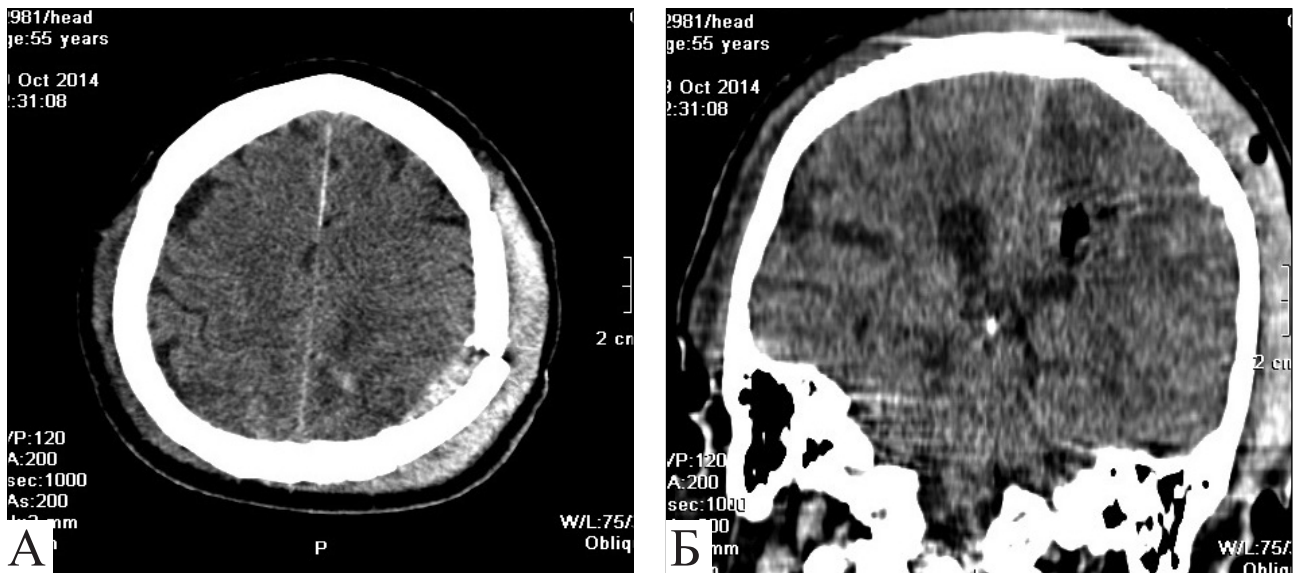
Послеоперационная КТ: состояние после удаления субкортикальной гематомы теменной доли слева. А — аксиальная проекция; Б — фронтальная проекция
